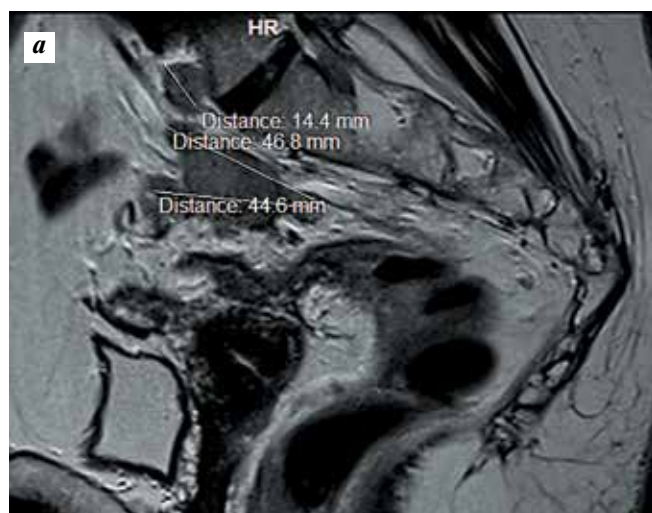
Пациентка М. Магнитно-резонансная томограмма малого таза, сагиттальный срез: а — внекишечный опухолевый узел в брыжейке сигмовидной кишки 4,68 см и узел 1,44 см на уровне промоториума (18.12.2013); б — фиброзный участок протяженностью 2,38 см без признаков опухолевого роста (16.10.2015, через 21 мес после завершения ХЛТ)
